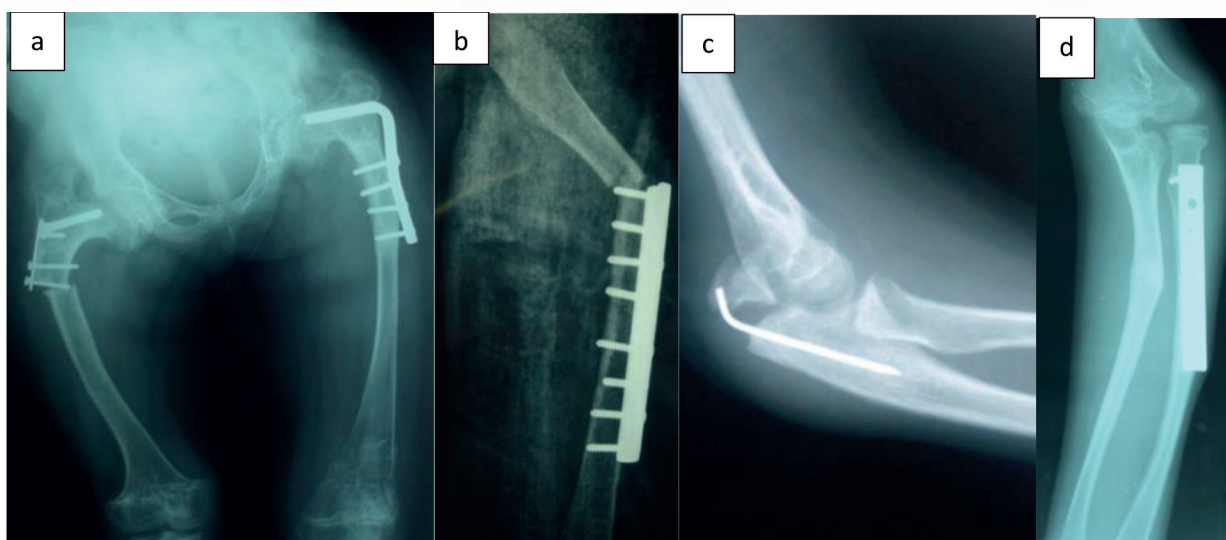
Radiographies radiographies illustrant des ostéosyntheses segmentaires [collection personnelle] :
